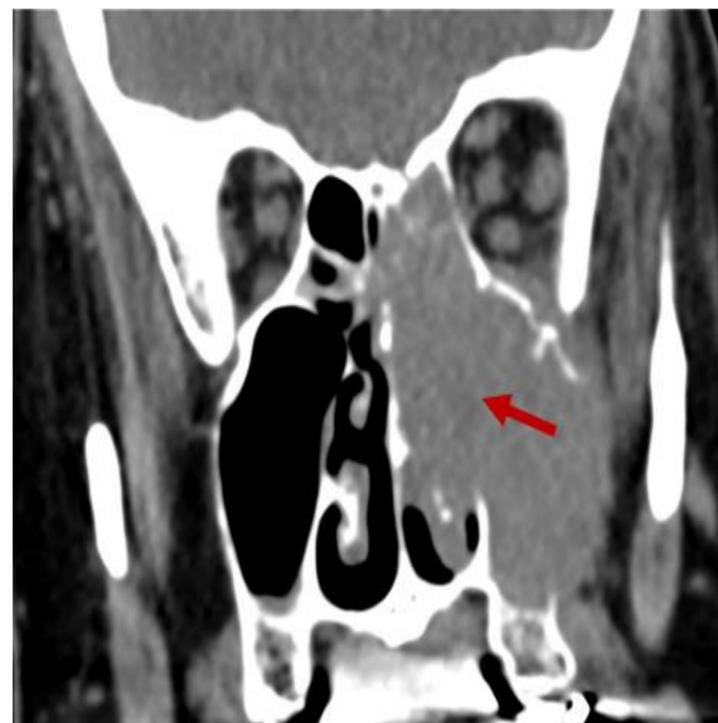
TAC coronal sin contraste. Destrucción pared medial sinusal. Linfoma B difuso de célula grande
